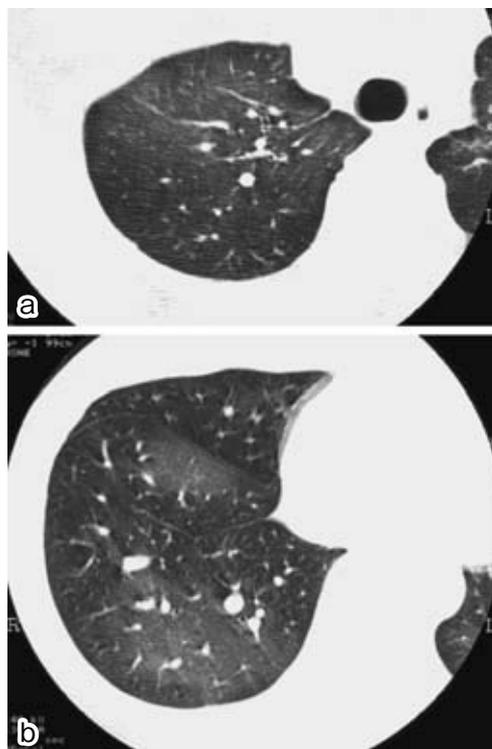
Chest CT scan showing diffuse ground glass opacities and alveolar septal thickening in both lungs (case 2).
